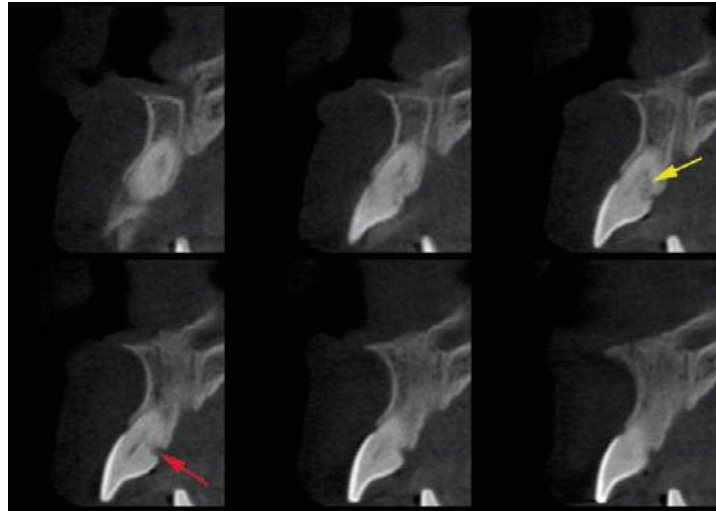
Imagem obtida por CBCT do mesmo dente da figura 9, que confirma a lesão por reabsorção mostrando que é mais extensa, e identificando uma segunda zona de reabsorção por vestibular. (In Patel *et al.*, 2006)
